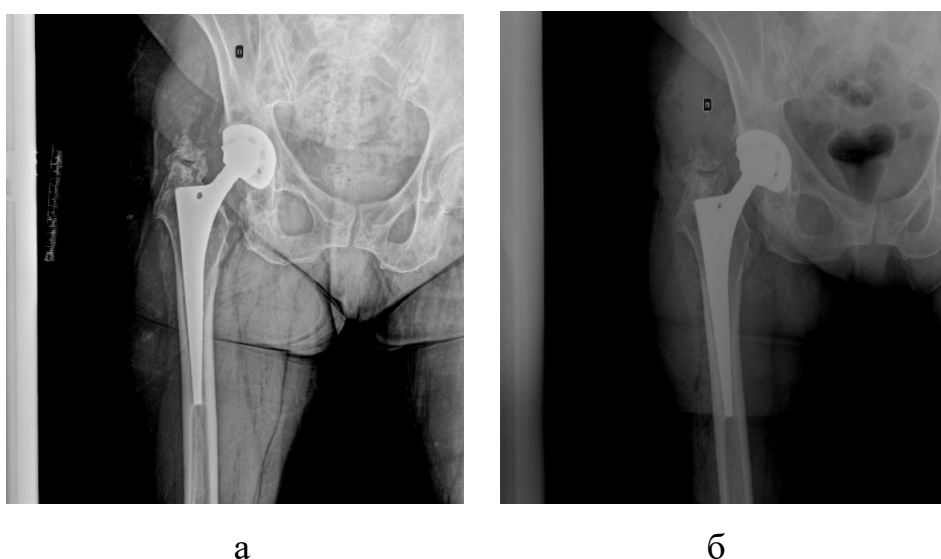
Рентгенограммы правого тазобедренного сустава пациентки В. 59 лет:
